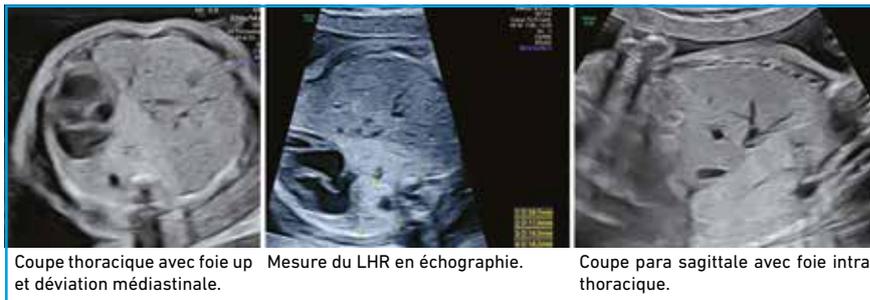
Images échographiques d'une hernie de coupole diaphragmatique. Images échographiques du Dr Mairovitz.
